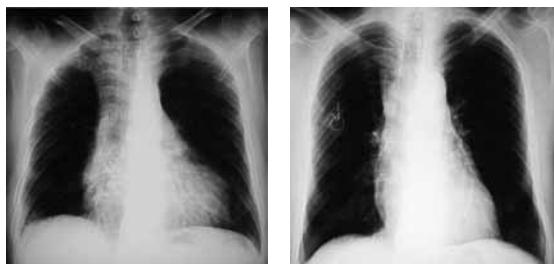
Radiografias do pré-operatório com sinais de severa hipertensão arterial pulmonar (PSAP = 123 mmHg) e do pós-operatório de transplante bilateral com reconfiguração cardíaca depois que a pressão arterial pulmonar se normalizou.
